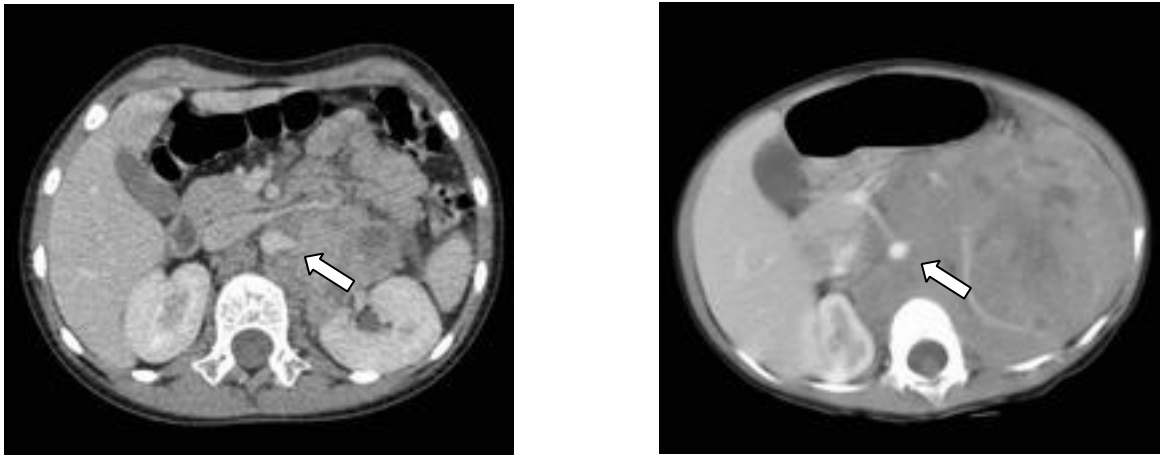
Imagem axial de TC evidenciando o deslocamento anterior da aorta abdominal por massa, em dois casos de diferentes pacientes comprovados como neuroblastoma.
